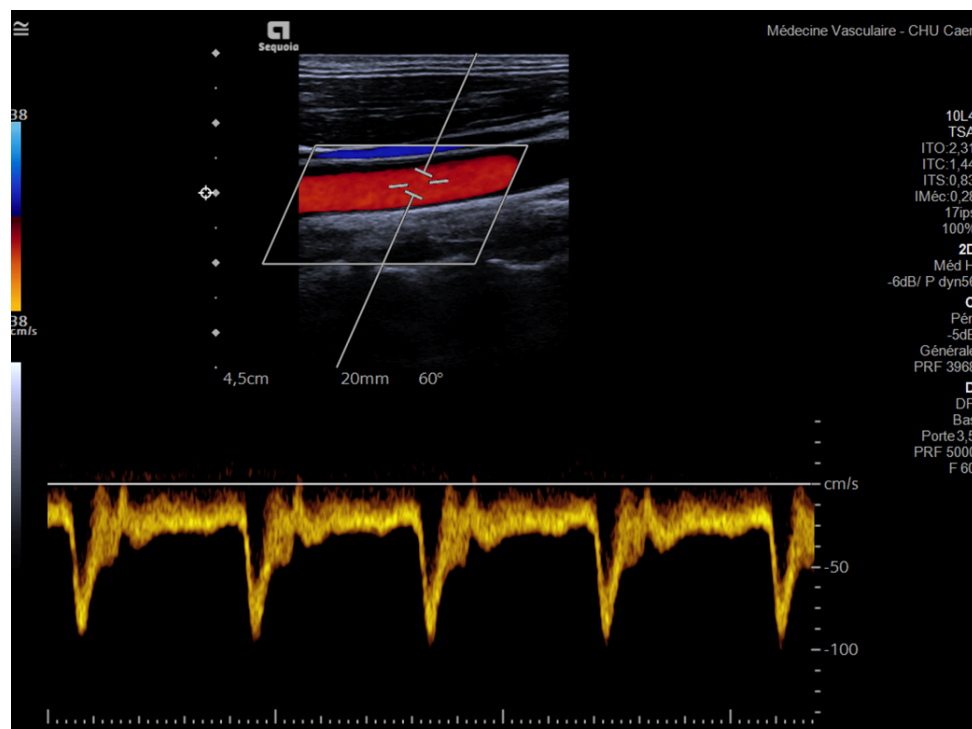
Le mode triplex, associant l'image 2D, le doppler couleur et le doppler pulsé.
